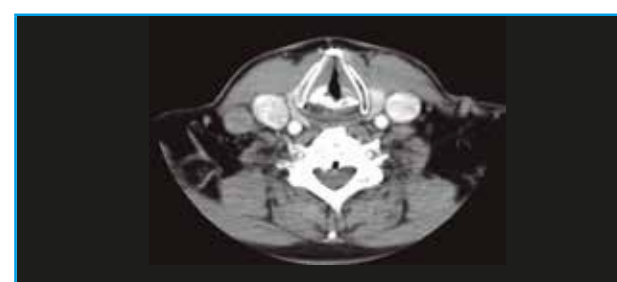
TC axial de adenopatía con poca captación de contraste de menos de 3 cm en nivel cervical IV derecho en TPOD. Cuello N1.
